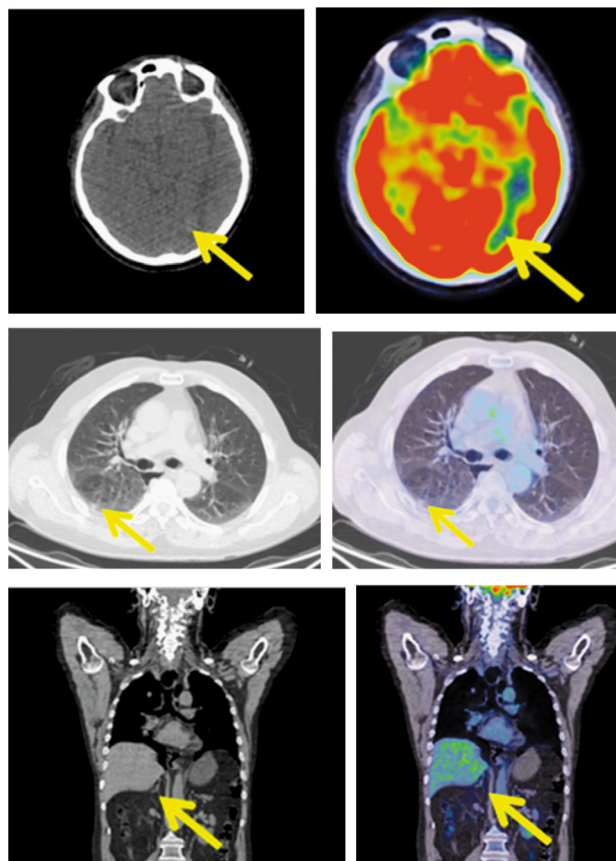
Пациент Н., 64 года. После 31 цикла лечения. На МР, аксиальных и коронарных КТ и ПЭТ/КТ-проекциях в левой затылочной доле очагов фиксации РФП нет. Лимфатические узлы шеи не увеличены и метаболически не активны.
